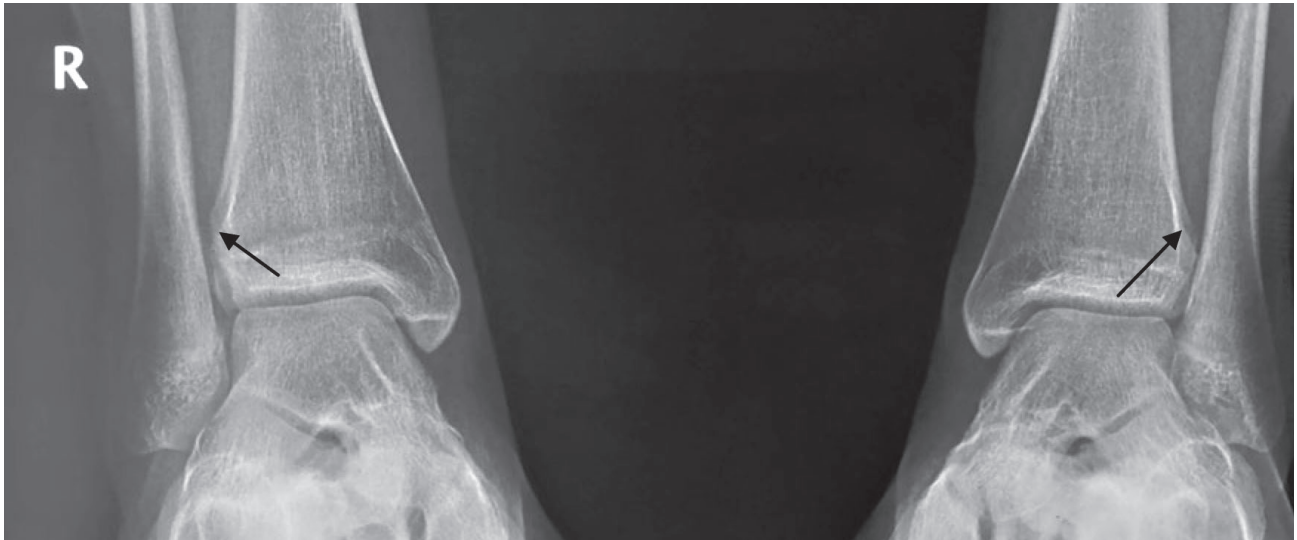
Рентгенограммы пациентки А.А. в синдесмозной проекции под нагрузкой по сравнению со здоровым суставом. Увеличение межберцового расстояние справа.
